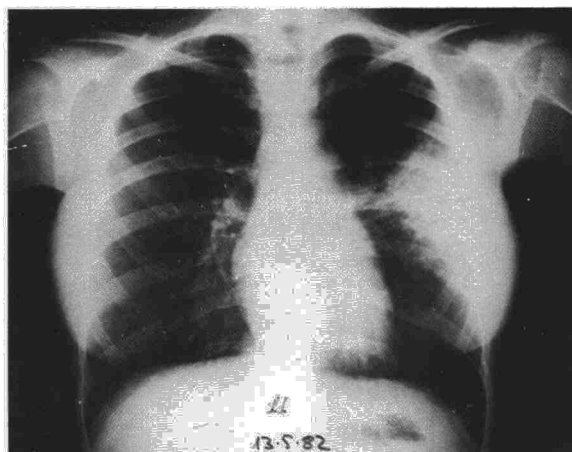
Radiografía de tórax de la misma paciente que las dos anteriores, durante un nuevo episodio de infección del quiste. Aparece otra vez la imagen de condensación parenquimatosa y no se ve el quiste.
